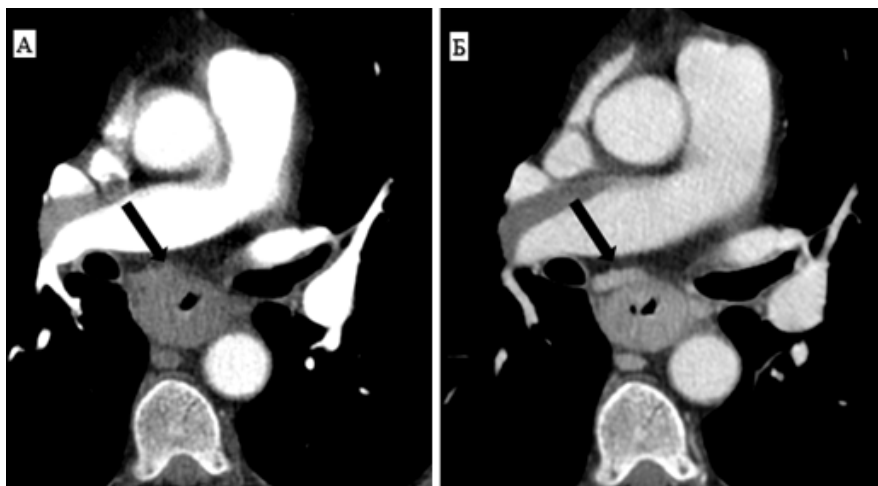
КТ пищевода в артериальную и венозную фазы сканирования (оригинальный рисунок):
